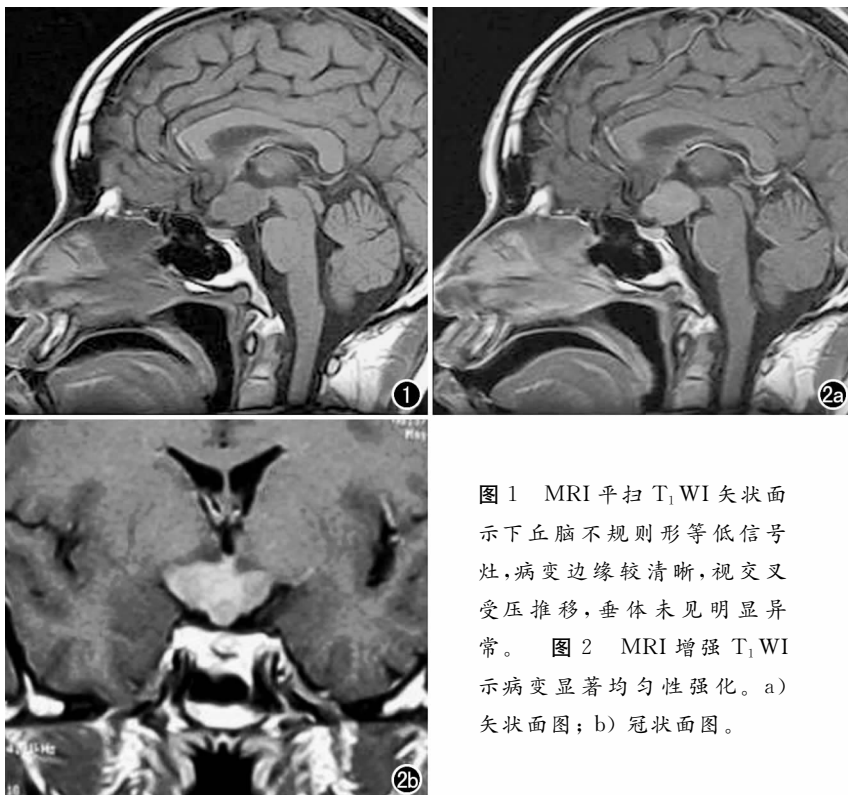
MRI平扫 T₁WI 矢状面示下丘脑不规则形等低信号灶,病变边缘较清晰,视交叉受压推移,垂体未见明显异常。图2 MRI增强 T₁WI 示病变显著均匀性强化。a) 矢状面图; b) 冠状面图。
